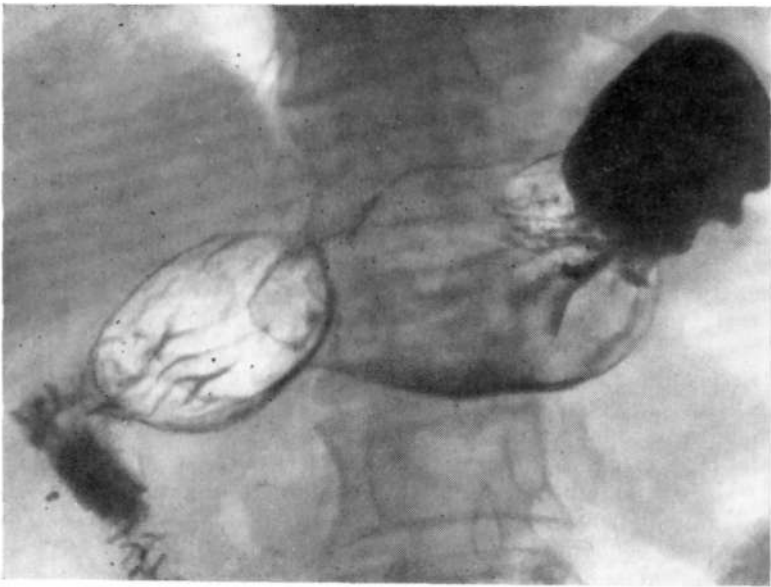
Обзорная рентгенограмма желудка. В антральном отделе дополнительная тень опухоли на широком основании с волнистыми очертаниями — полиповидный рак I стадии.
